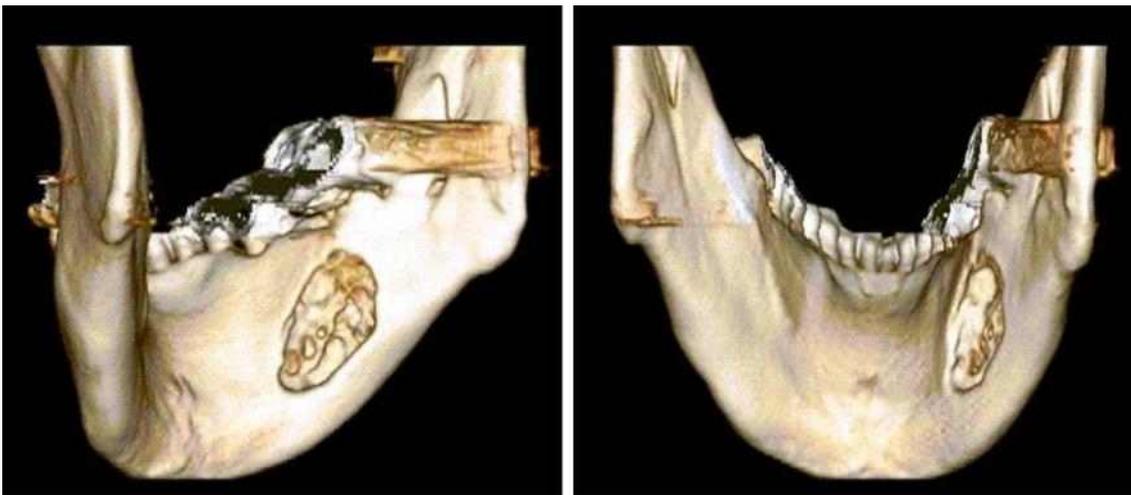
3D CT scans show a irregular lingual depression on the right mandibular posterior body area.
